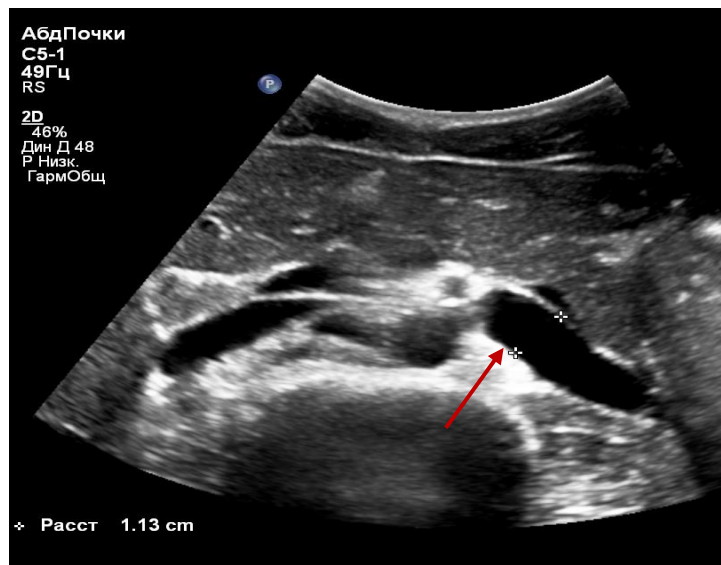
Эхограмма трансабдоминального УЗИ. В-режим. Расширенная до 11,3 мм ЛПВ в дистальном отделе (стрелка)
